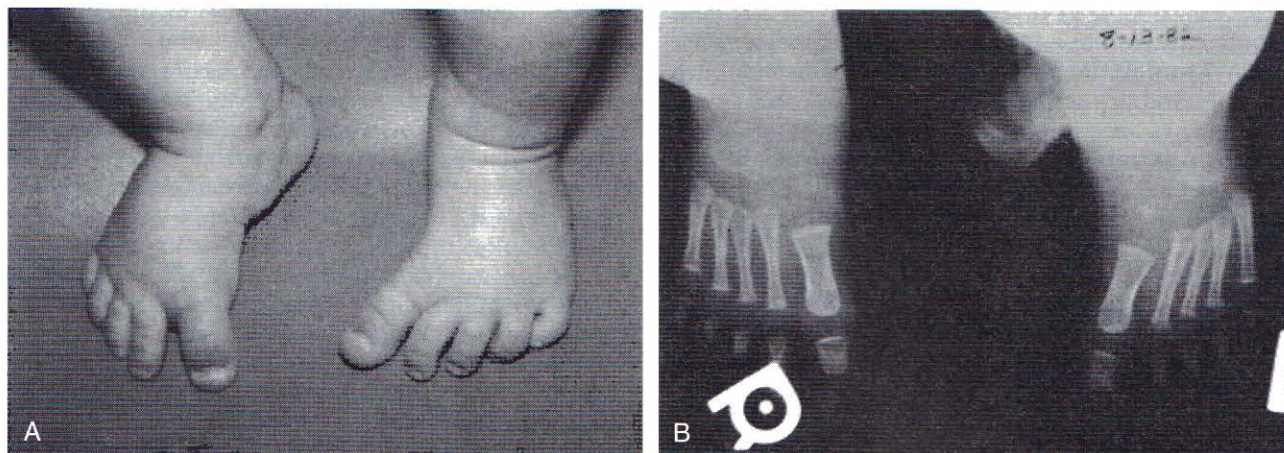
Copil cu metatarsus adductus bilateral (A). Radiografie arătând deviația medială a oaselor metatarsiene (B).
